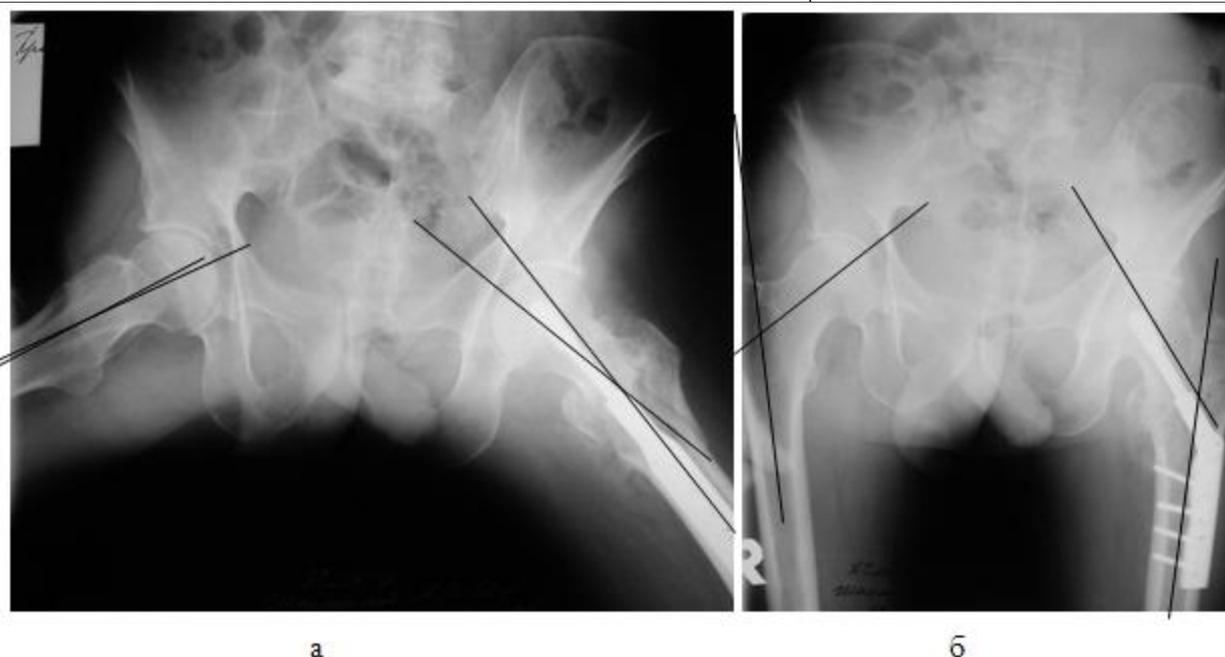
а - увеличение угла ретрофлексии на рентгенограмме (справа  $4^{\circ}$ , слева  $14^{\circ}$ ); б – увеличение шейечно-диафизарного угла (справа  $126^{\circ}$ , слева  $142^{\circ}$ )
